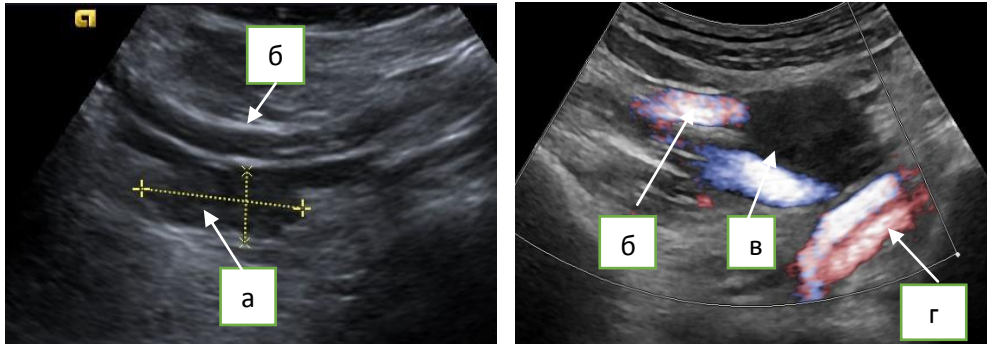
Ультразвуковая томограмма метастазов в тазовых лимфатических узлах: а) метастаз кзади от наружных подвздошных сосудов; б) наружные подвздошные сосуды; в) в области бифуркации общих подвздошных сосудов; г) внутренние подвздошные сосуды.
